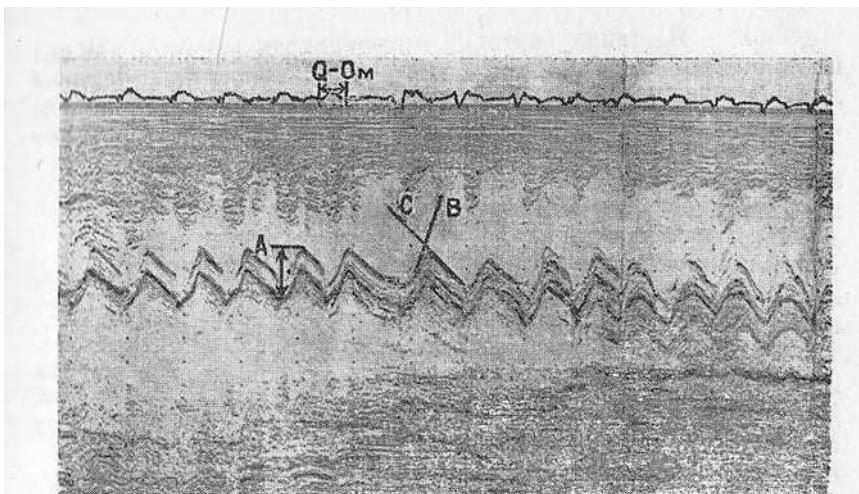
Эхокардиограмма больного с тампонадой сердца и паравальвуллярной фистулой протезом после протезирования митрального клапана. А — амплитуда движения створок протеза митрального клапана, В — скорость открытия створок биологического протеза митрального клапана, С — скорость закрытия створок протеза митрального клапана, Q — Ом — интервал от зубца Q ЭКГ до открытия створок митрального клапана в диастолу.
